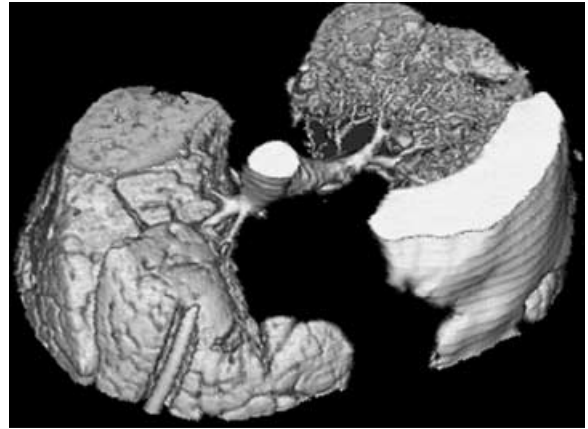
Hämatothorax (CT-Diagnostik): Der Nachweis eines Pleuraergusses bzw. -hämatoms mittels CT ist unproblematisch. Die CT ermöglicht darüber hinaus eine quantitative Aussage (vgl. auch Abb. 13.2)
